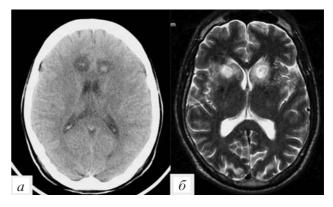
Послеоперационная КТ через 3 дня после билатеральной криоцингулотомии (а). Послеоперационная МРТ в Т2-режиме через 10 дней после билатеральной криокапсулотомии (б).
